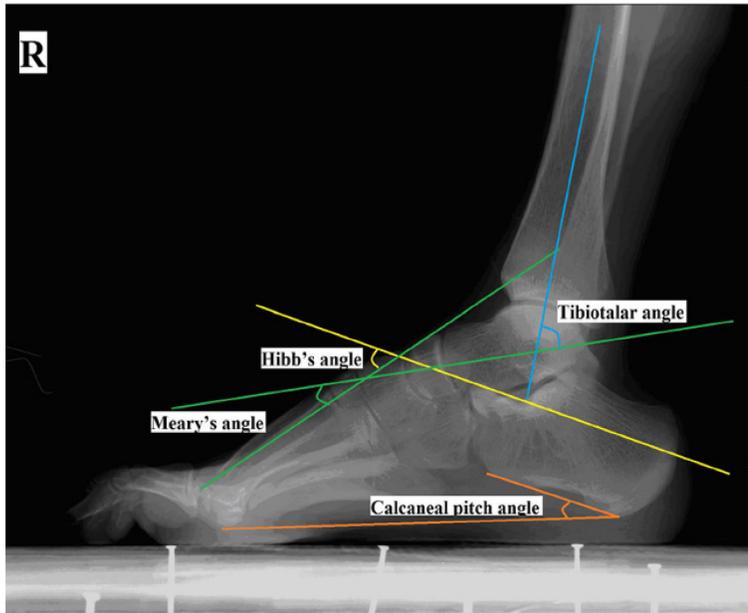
Предоперационная оценка рентгенологических параметров (угол Meary, угол наклона пяточной кости, угол Hibbs)
